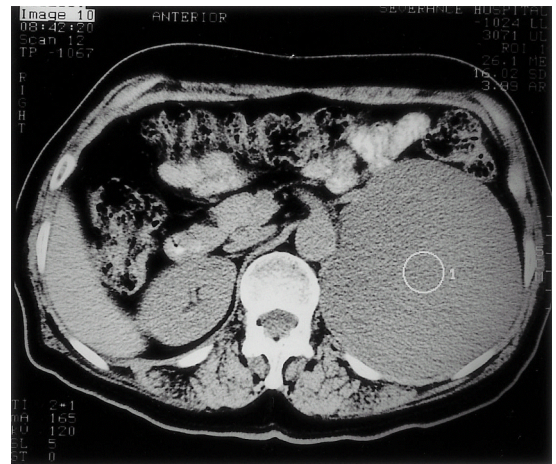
Abdominal CT shows well-defined cystic mass near pancreatic tail.
